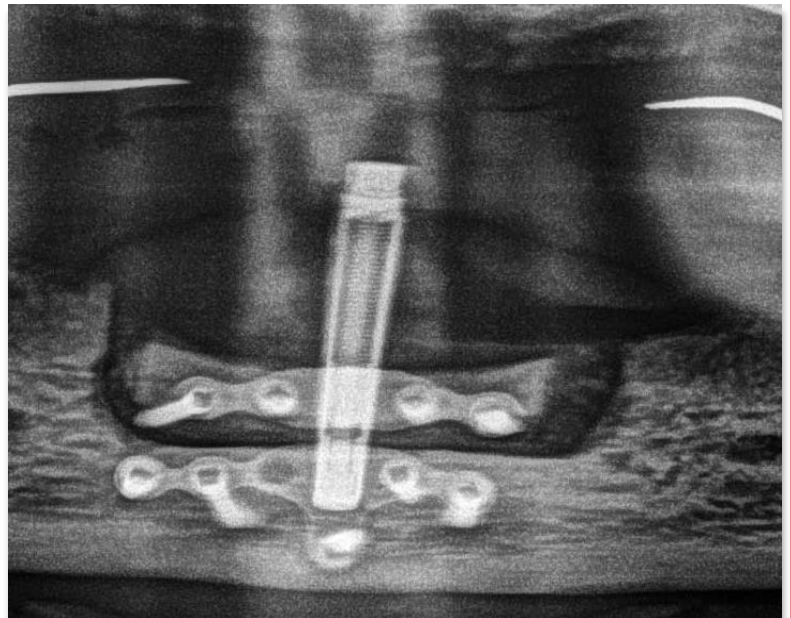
Radiografie de control postoperatorie.
